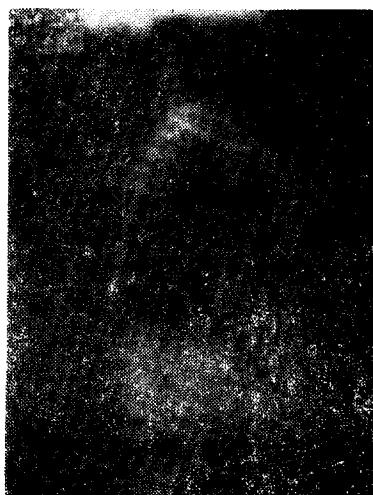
Preoperative chest X-ray right lateral view.
